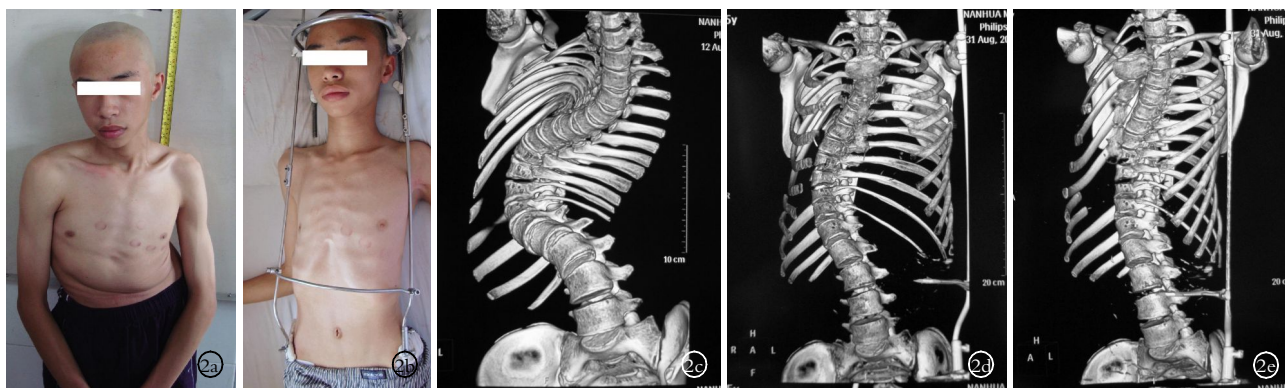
男, 15 岁, 先天性脊柱侧凸 2a. 治疗前患者情况 2b. 应用改良 Halo-骨盆架外观 2c. 治疗前全脊柱 CT 三维成像 2d. I 期术前牵引后 CT 三维成像 2e. II 期松解牵引后 CT 三维成像 2f. III 期牵引矫形内固定后 X 线片
